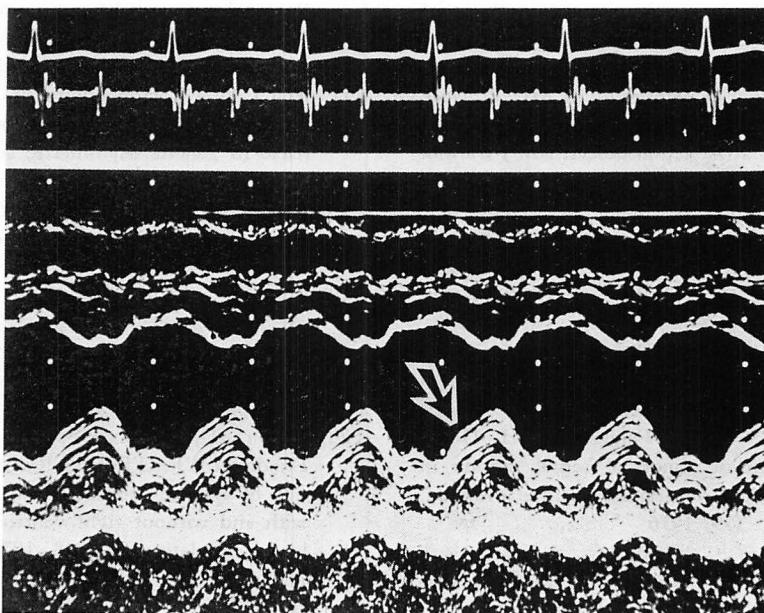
IVS-LVPW echocardiogram from a normal subject.
